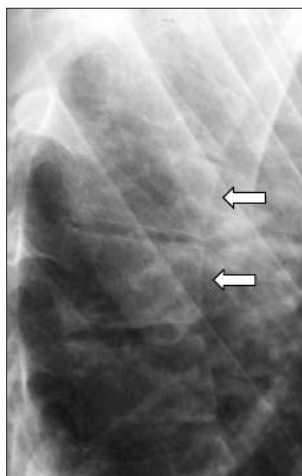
Рентгенограмма грудного отдела позвоночника в боковой проекции. Сужены щели дисков. Распространенный пороз костей. Множественные передние смещения тел  $C_{III-VI}$  (стрелки)
